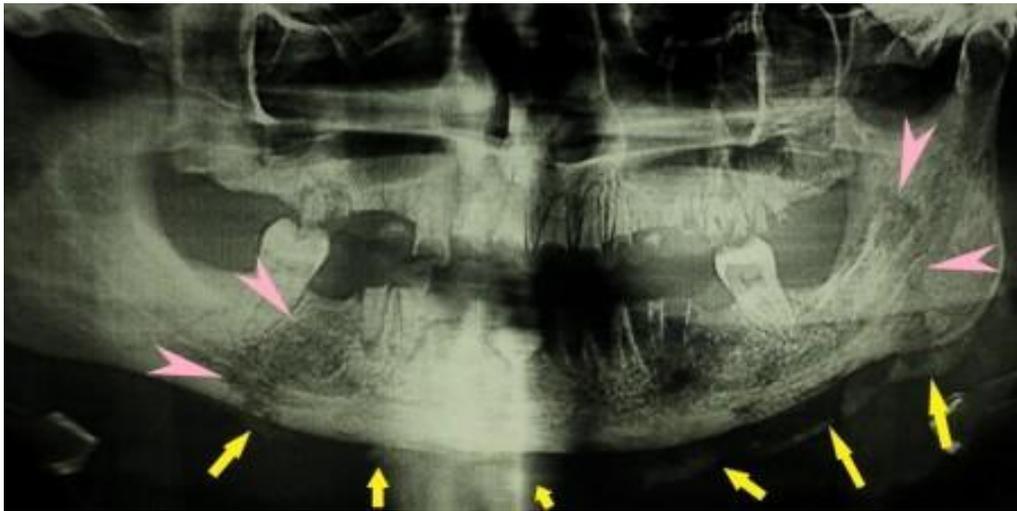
Появление первичных рентгенологических изменений при токсическом остеонекрозе. Появление очагов деструкции по периферии участка поражённой кости (треугольные стрелки), возникновение признаков оссификации надкостницы (прямоугольные стрелки), 9,5 месяцев после начала заболевания
